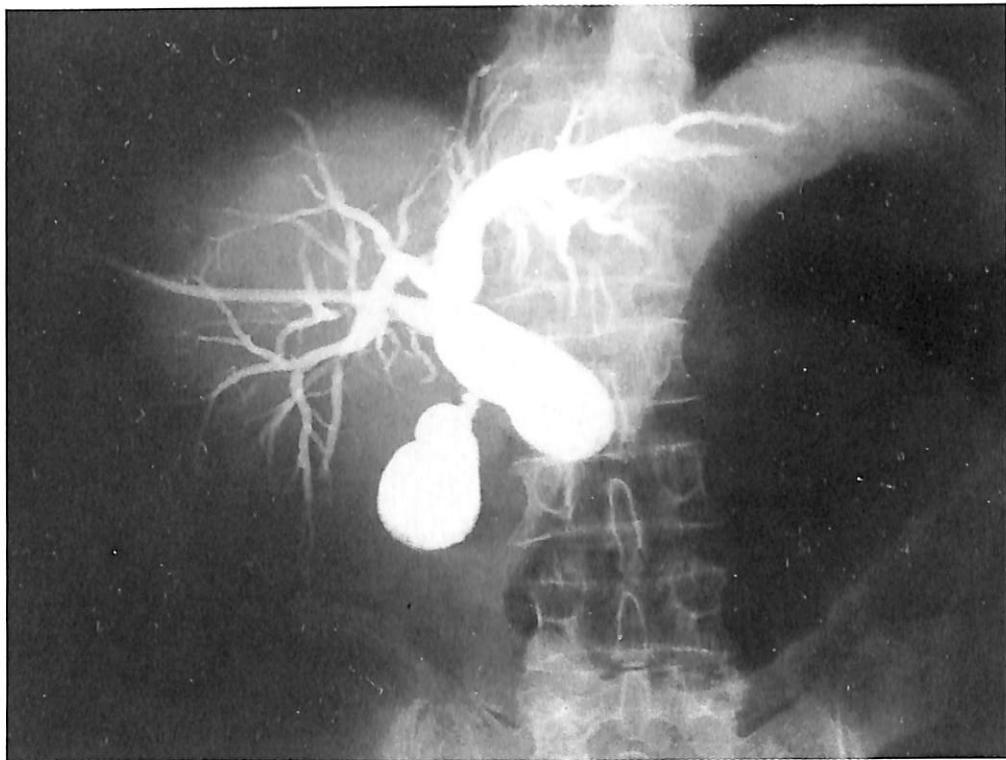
a : Male, 79 years old. Extensive pancreatic carcinoma with biliary obstruction demonstrated on computed tomography. Temporary external percutaneous biliary drainage (F8).
